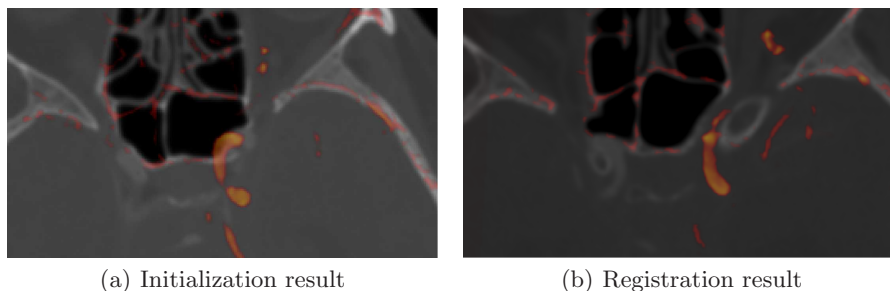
The landmark initialization step registers the images according to the user-defined landmarks (a). The MI registration refines the registration based on the gray value information of the segmented images (b). (Shown for Case 1; segmented 3DRA data over CTA dataset).
